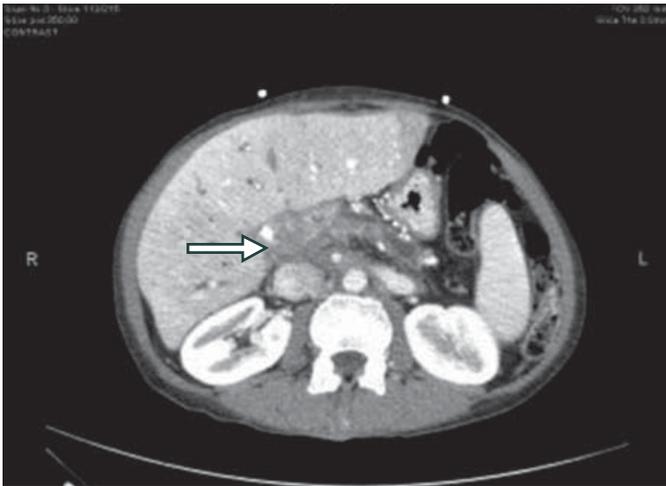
Imagen de Tomografía computarizada mostrando dilatación intra hepática de vías biliares y formación heterogénea en hilio hepático (flecha), seis meses después de la duodenopancreatectomía.
